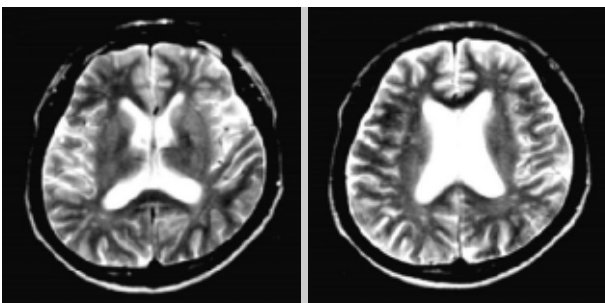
T2-weghted MRI (case 2) demonstrates dilated ventricles with mild diffuse cortical atrophy and multiple small high signal intensities in the periventricular white matter.
